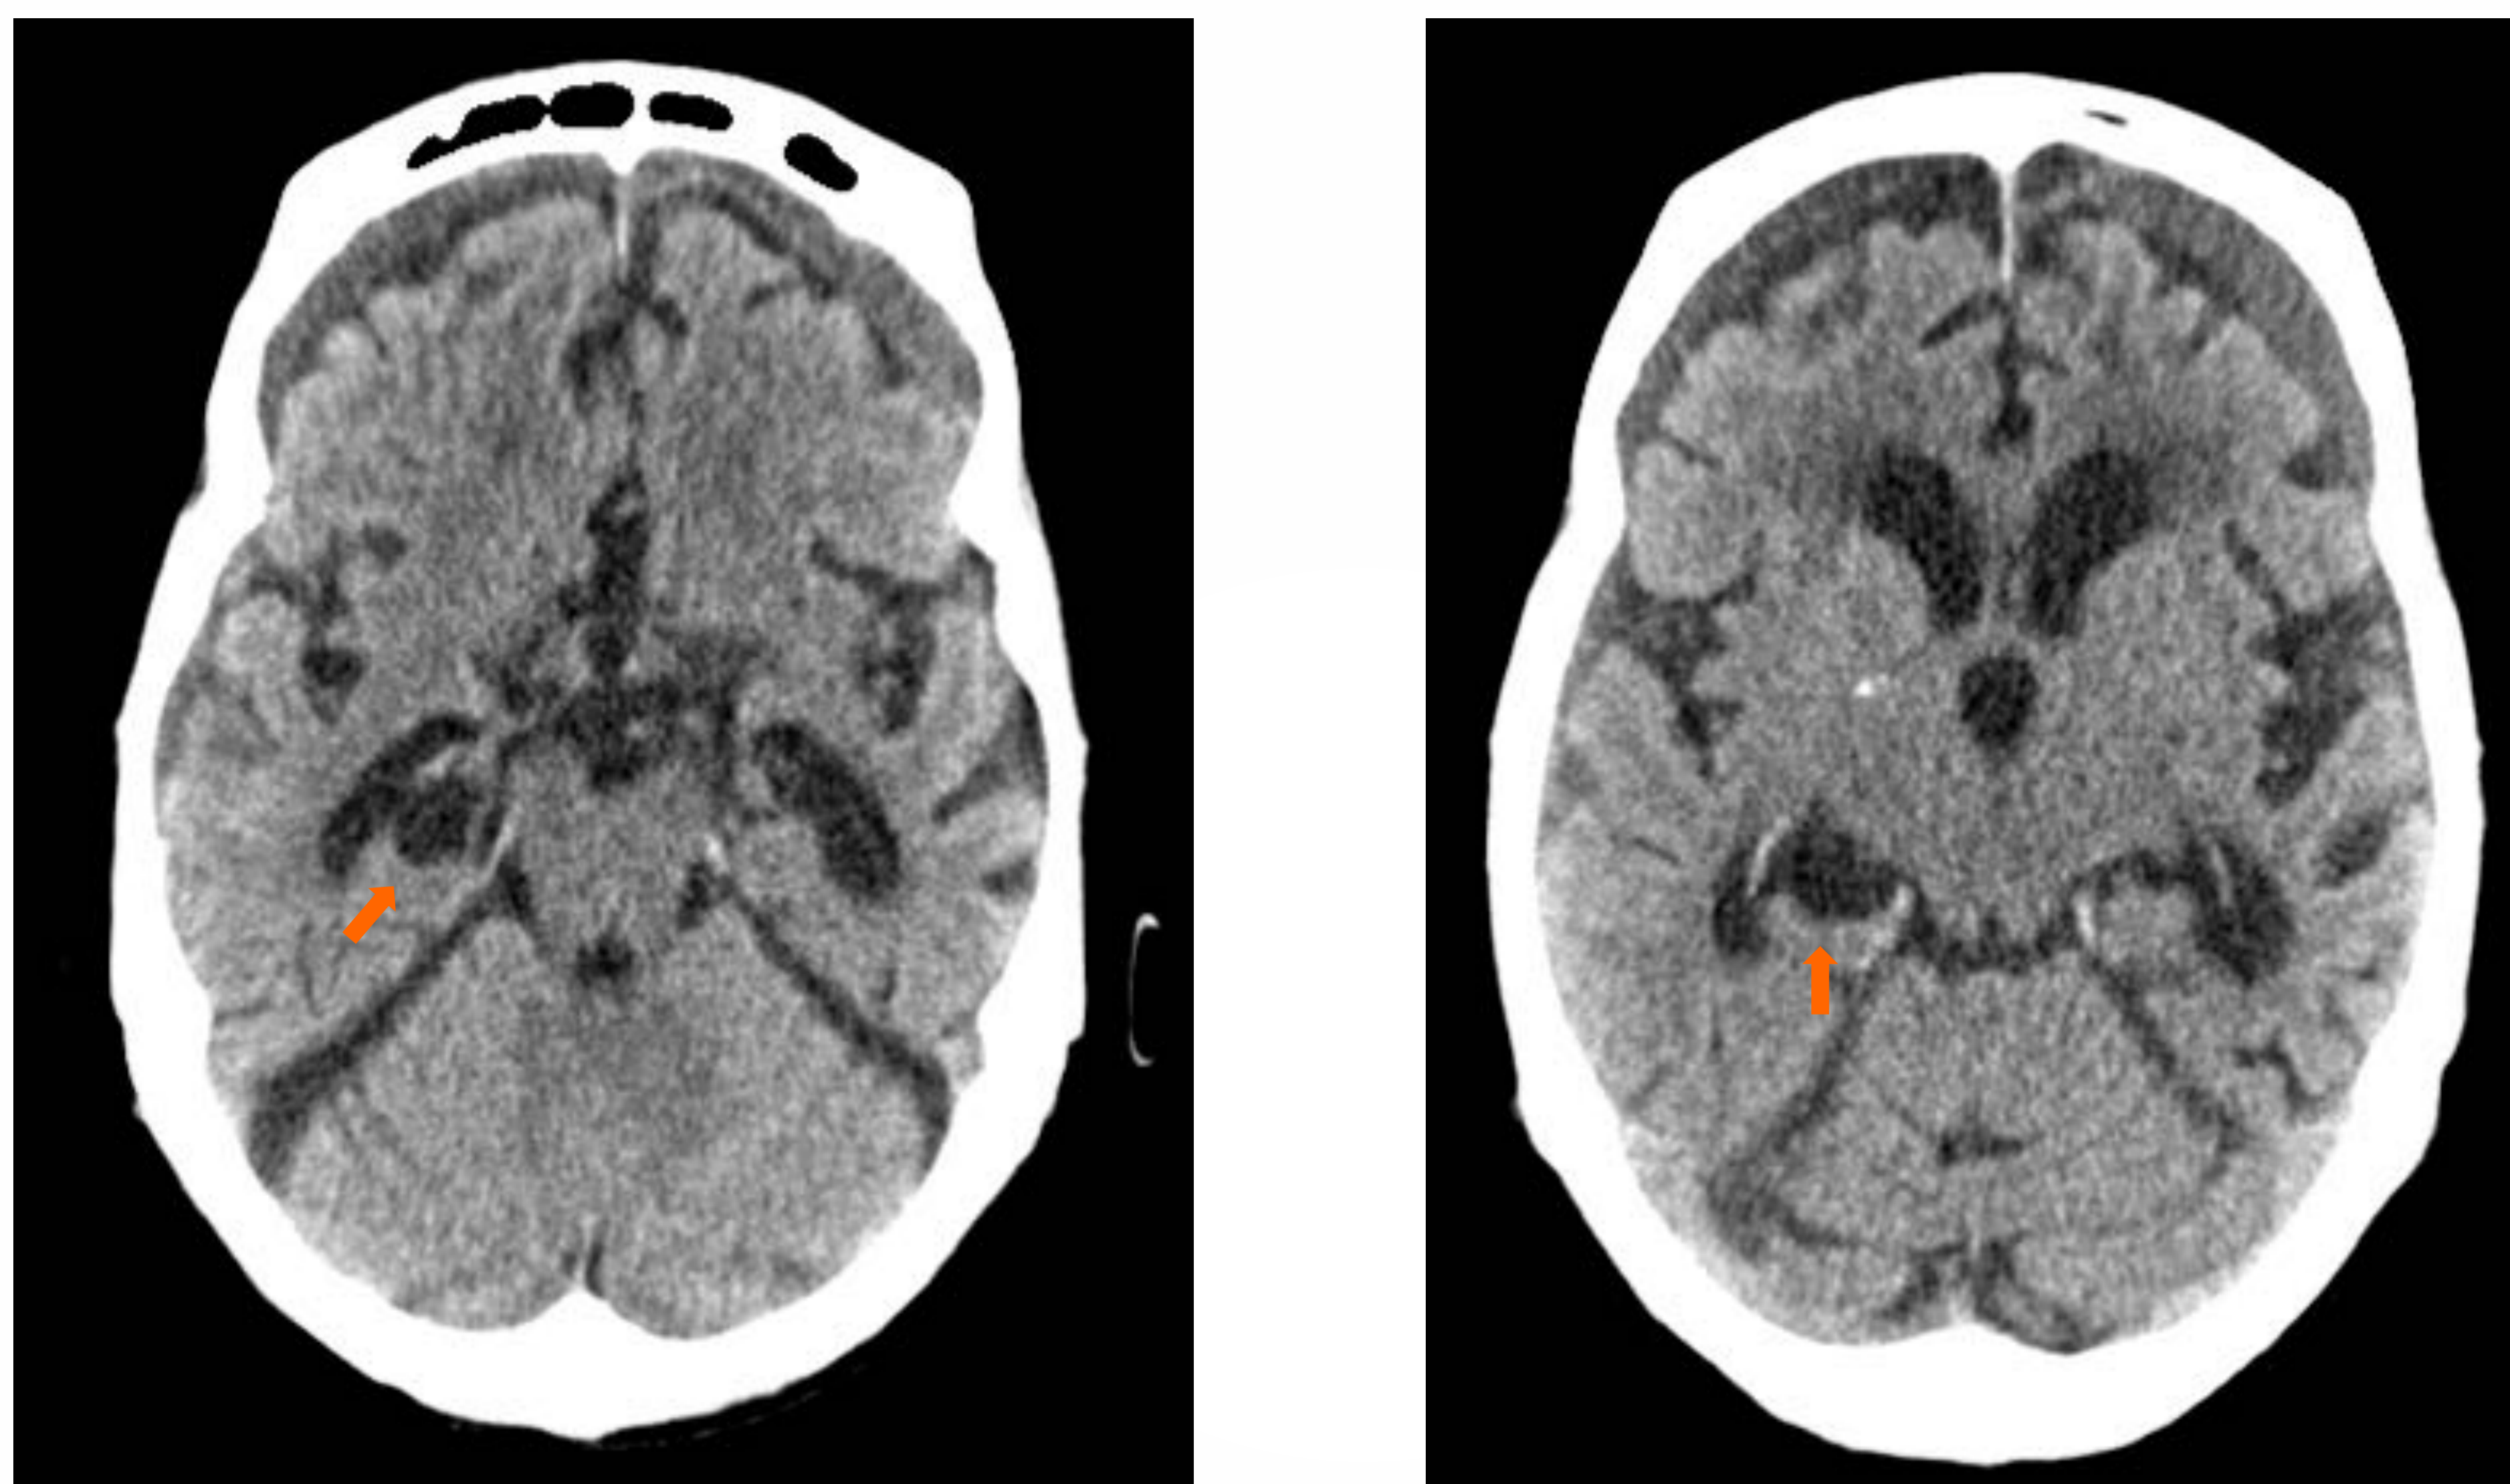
Imágenes axiales de TC sin CIV, en un paciente con un quiste de la cisura coroidea (flecha).
